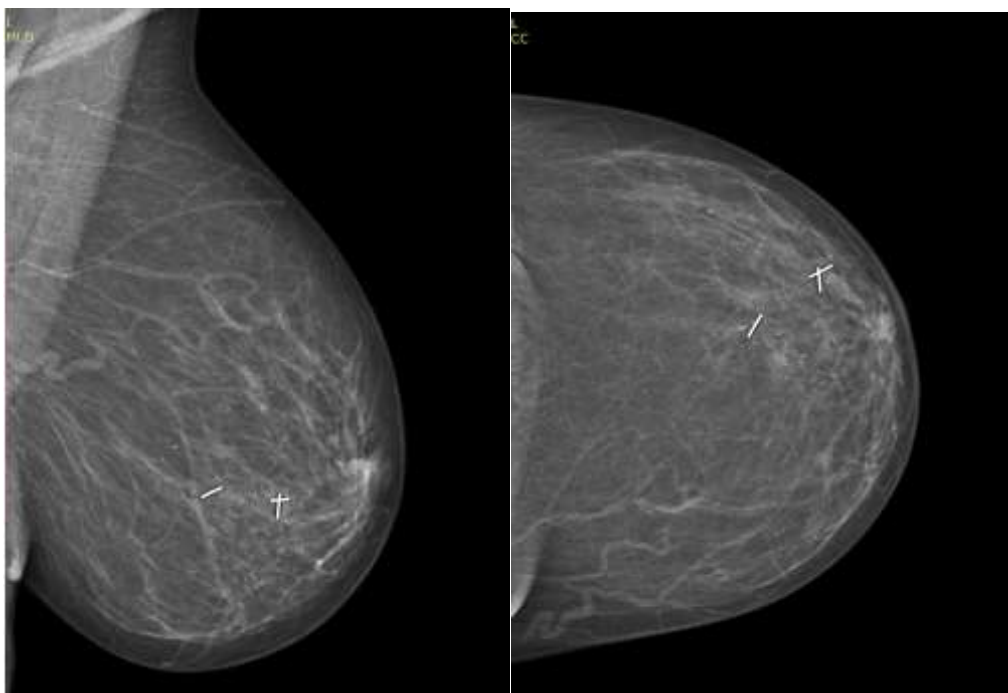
Контрольная маммография после 6 циклов ХТ (полный рентгенологический ответ)
